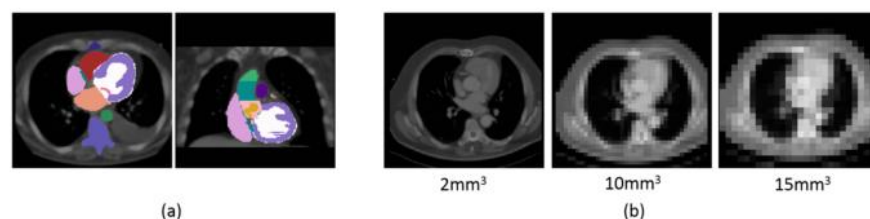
(a) Axial (left) and coronal (right) views of one CT image with manual annotations. (b) One template image at 2, 10, and 15 mm^3 resolutions, respectively.
